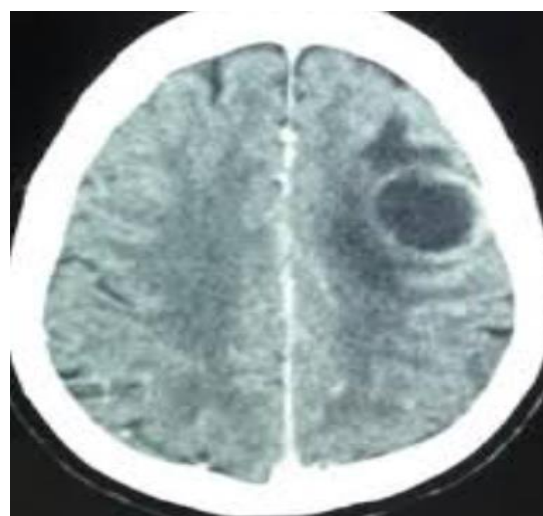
TDM cérébrale en coupe axiale : Image en cocarde typique de la toxoplasmose
